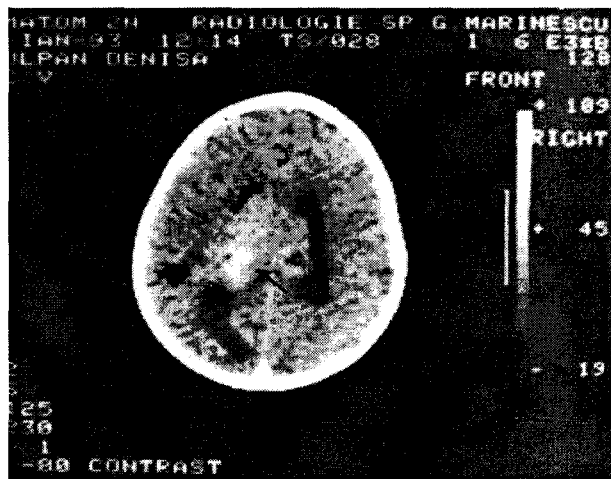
CT-scan: tumoră de ventricul de partea stângă, cu invadarea structurilor liniei mediane.
